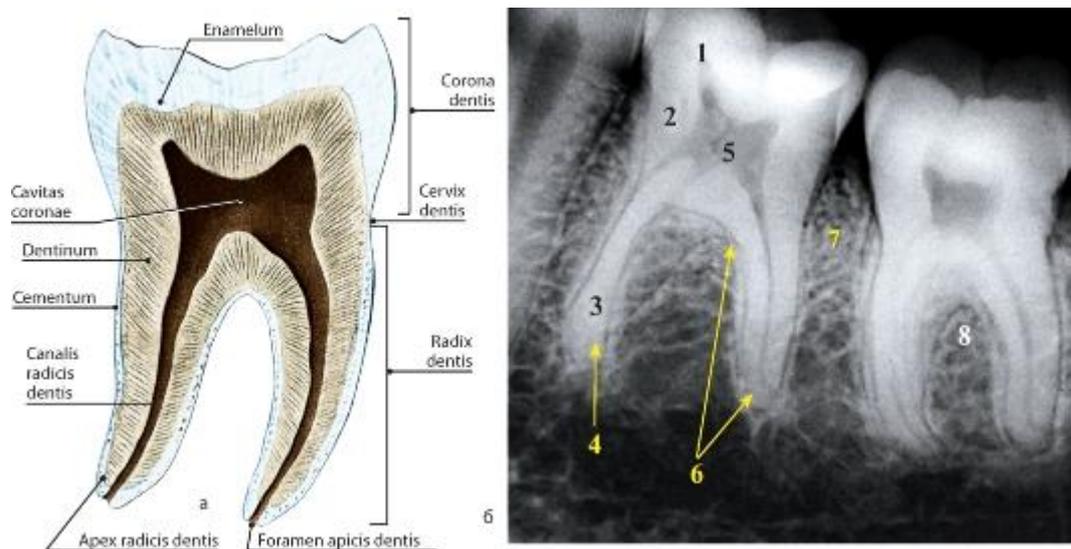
Многокорневой зуб: а - строение; б - внутриротовая контактная рентгенограмма больших коренных зубов нижней челюсти (по С.К. Терновому): 1 - *corona dentis*; 2 - *cervix dentis*; 3 - *radix dentis*; 4 - *apex radices dentis*; 5 - *cavitas dentis*; 6 - *fissura periodontalis*; 7 - *septum interalveolare*; 8 - *septum interradiculare*
